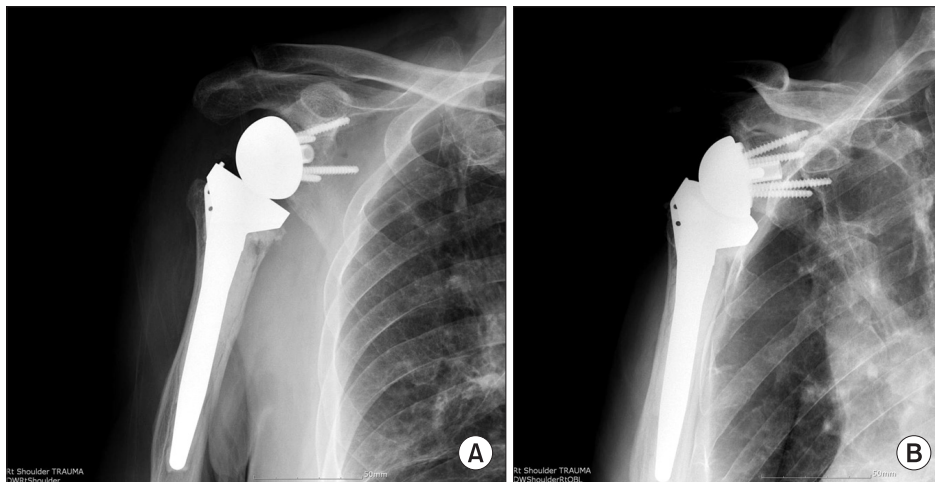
(A, B) Plain radiographs taken 12 months after implantation of reverse shoulder prosthesis.
